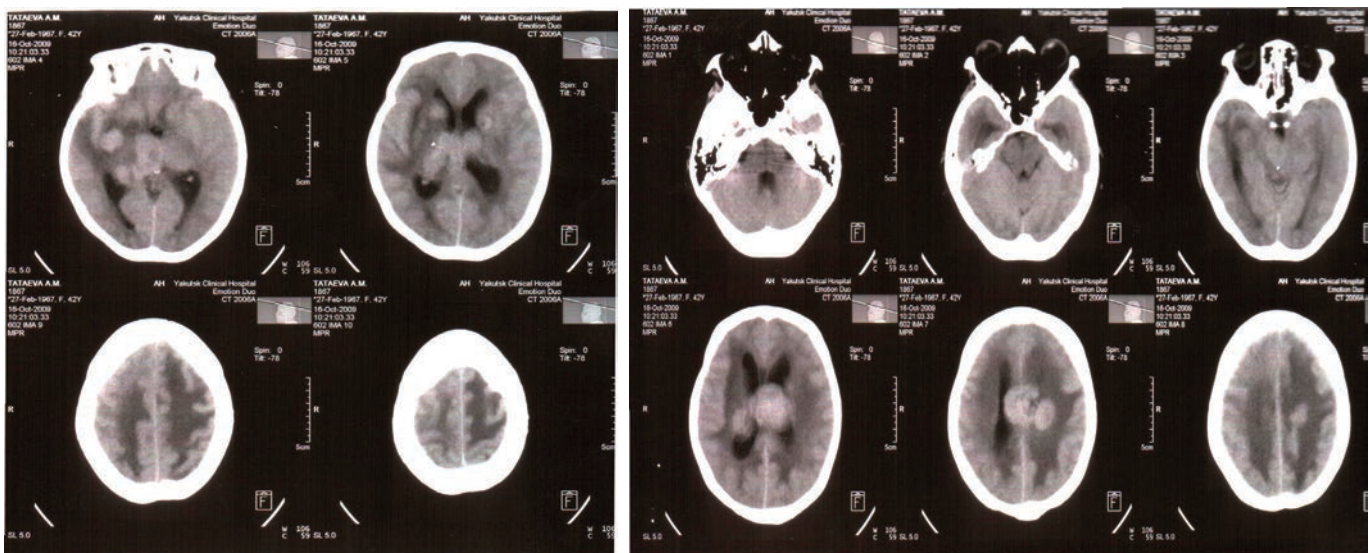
РКТ головного мозга (от октября 2009): рецидивирующий прогрессирующий энцефаломиелит, активная фаза. КТ признаки отека головного мозга
